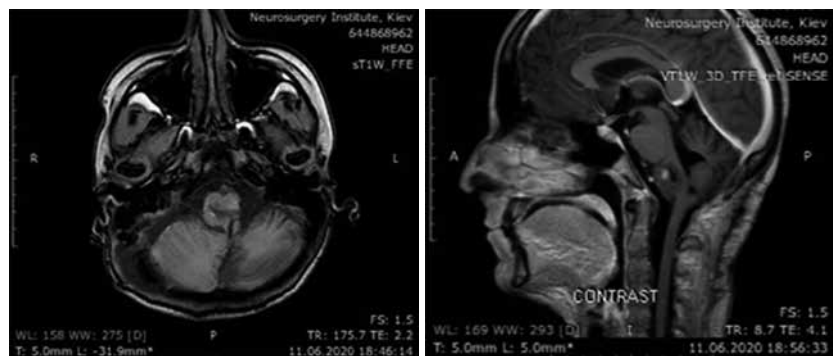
МРТ головного мозку після операції (11.06.2020)
